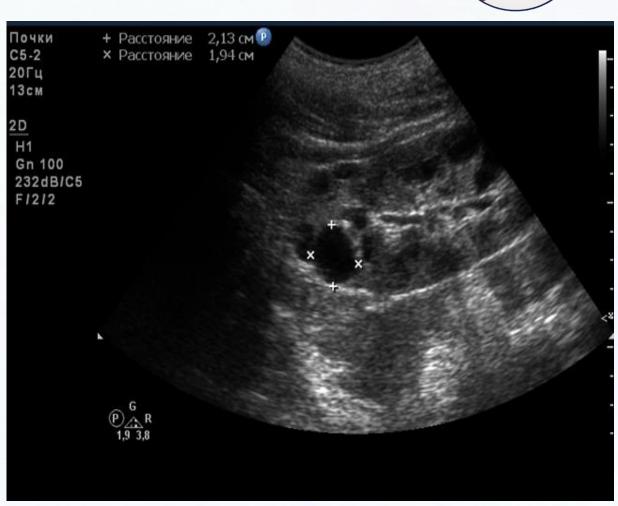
Эхокартина при проведении УЗИ почек. Ребенок С., 16 лет
